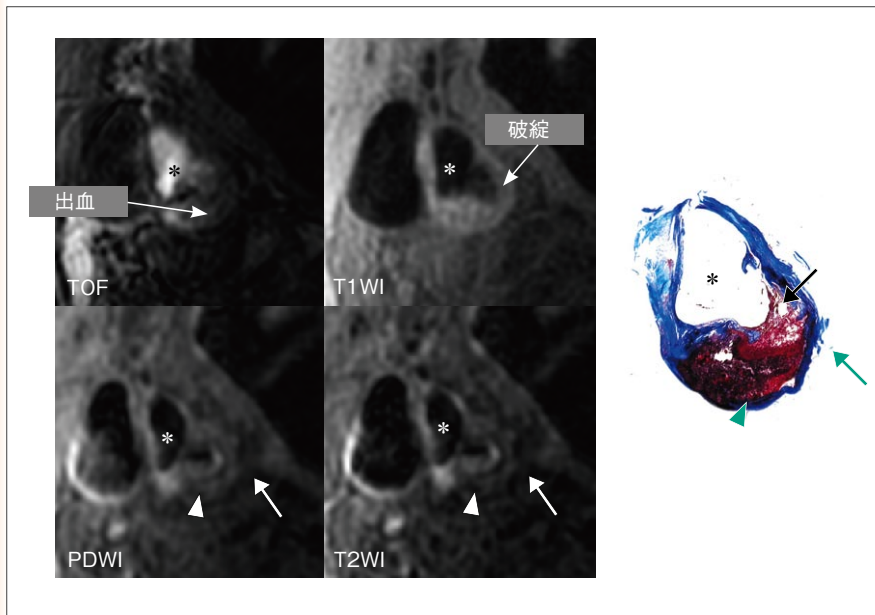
マルチコントラストMRIにて撮像された頸動脈プラーク画像
